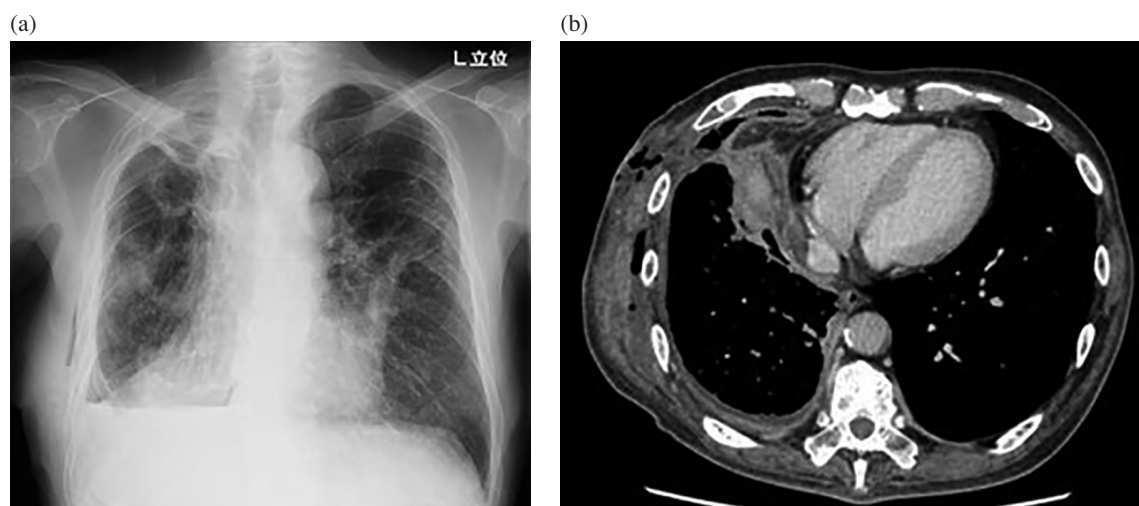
Chest X-ray and chest computed tomography findings at admission.
